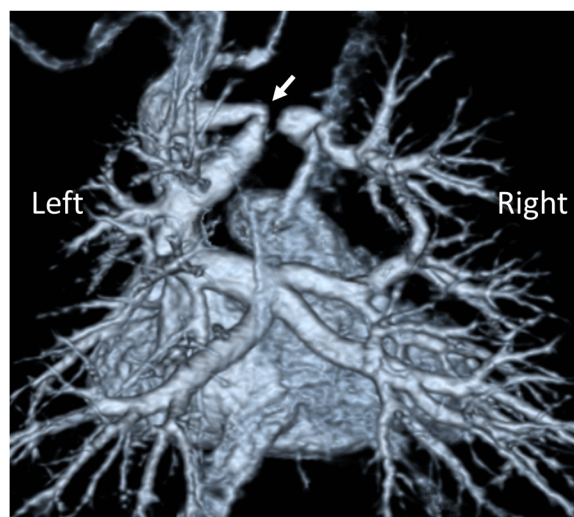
Contrasted computed tomography of Case 1 is shown (a volume-rendering image)
